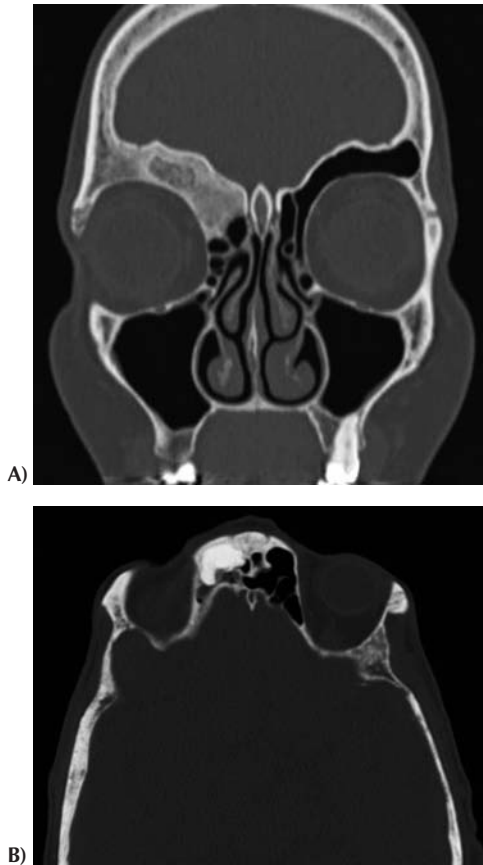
Dysplasie fibreuse (A) et ostéome (B) développé aux dépens de l'os frontal (TDM, coupe axiale sans injection de produit de contraste).
